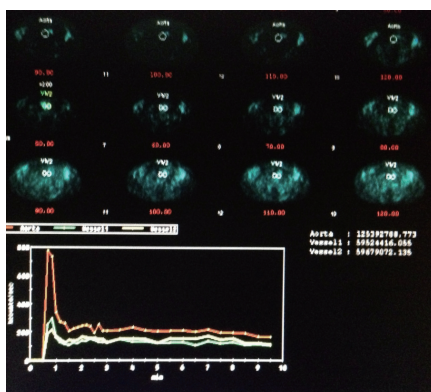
腹部大動脈 (AA) のアンモニアのカウントピークは、投与後 50 秒でカウント比は、総腸骨動脈 (CIA) レベルで 1.15 : 1.00 で SUV mean は、右 3 : 左 4 であり、下腿の筋への集積は 1 分 40 秒でプラトーになり、SUV mean は、1 : 1.35 であった。
